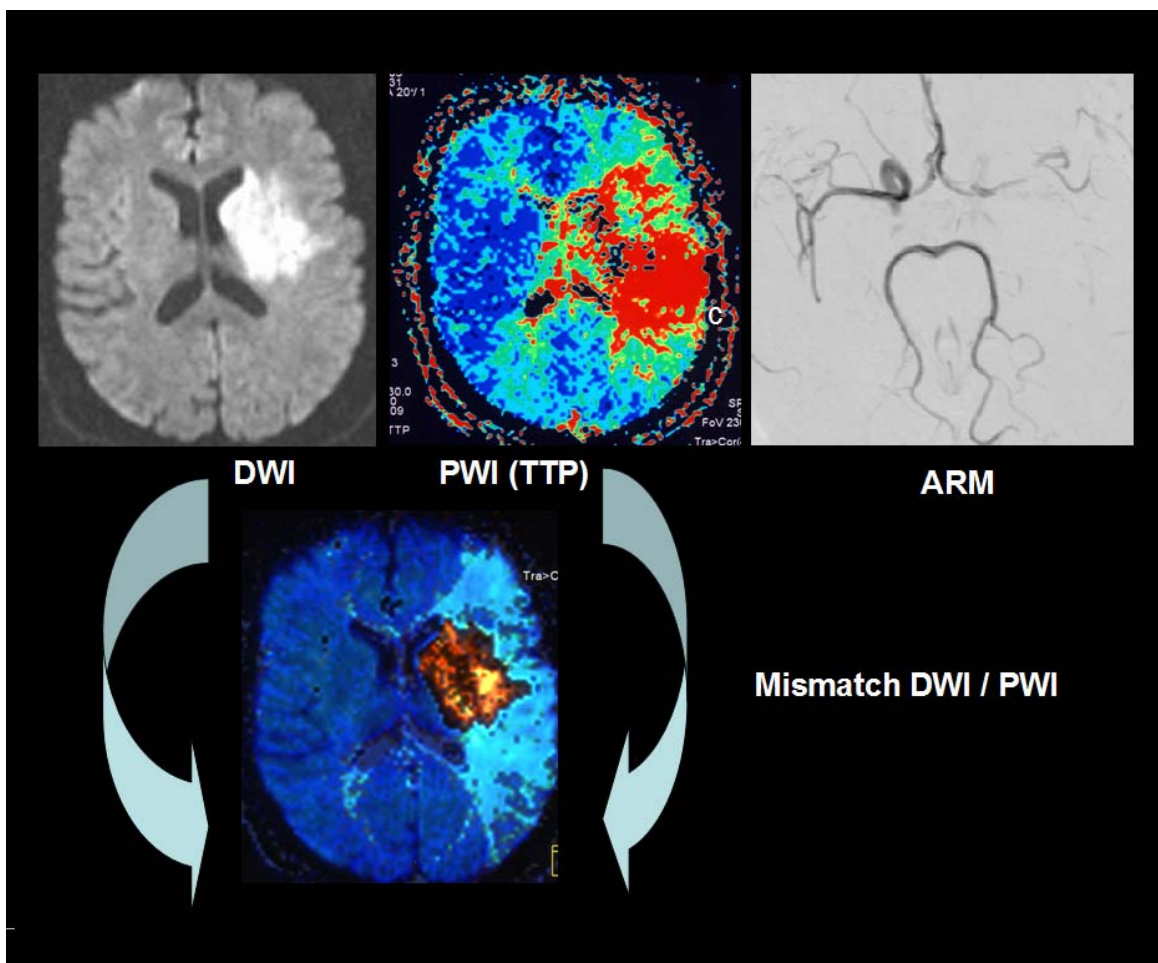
Ejemplo de un estudio de RM multimodal en la fase hiperaguda del ictus. La secuencia de DWI muestra un infarto en el territorio profundo de la ACM izquierda y el mapa de TTP un extenso retraso circulatorio en todo el territorio de la ACM izquierda, secundario a una oclusión del sifón carotídeo izquierdo, como muestra la ARM. La superposición de la lesión en DWI y en PWI muestra un extenso desacoplamiento entre el volumen de ambas lesiones, denominado mismatch DWI -PWI (en azul claro en la imagen inferior), el cual es un indicador de la presencia de penumbra isquémica. (Cortesía de la Unidad de Resonancia Magnética)
